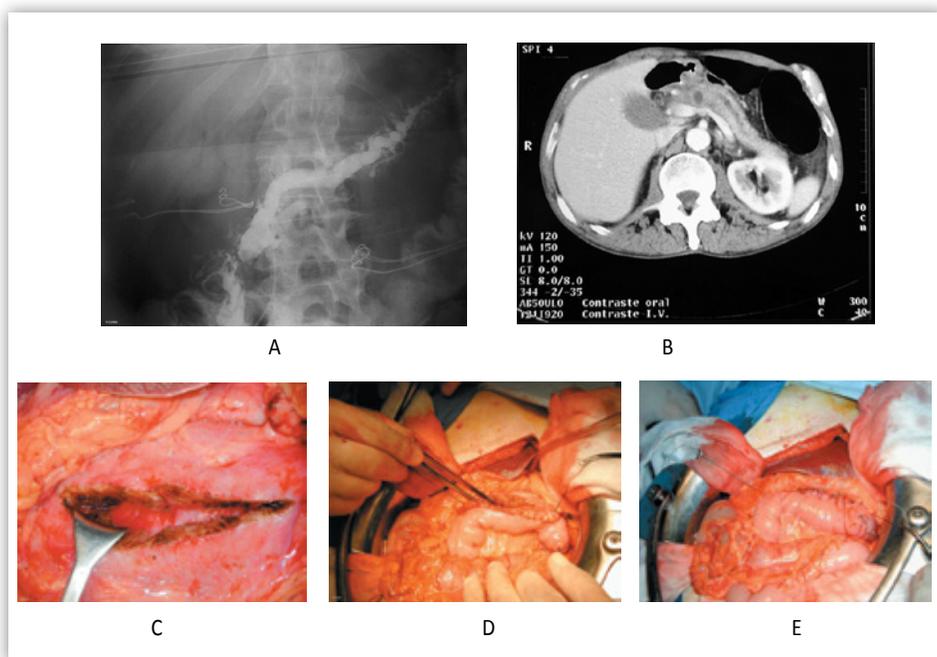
Intervención de Puestow. A) Puede apreciarse el Wirsung tortuosamente dilatado en un paciente con una pancreatitis crónica y dolor intratable (wirsunografía preoperatoria). B) TC abdominal en la que se aprecia la dilatación del Wirsung. C) Pancreatectomía longitudinal. D) Imagen del yeyuno con el que se va a realizar la anastomosis. E) Cierre de la anastomosis pancreaticoyeyunal. Por cortesía de los Drs. Omedes y Ligorred.
